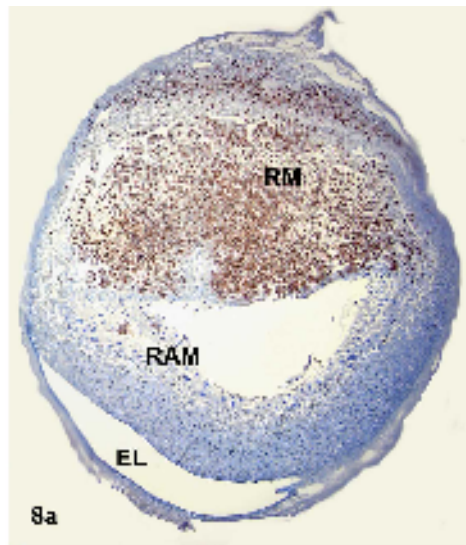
Fotomicrografias de cortes histológicos de sítios de implantação no 10º dg. a. Exemplo de sítio de implantação do grupo controle (grupo 1). Notar as células *uNK* coradas em castanho. b e c) exemplos respectivamente de sítios de implantação do grupo 2 e 3. Observar as células *uNK* de coloração castanha, o aparente maior número destas células e o local de reabsorção embrionária (RE) nos dois cortes histológicos. M. Miométrio; En. Endométrio; RM. Região Mesometrial; RAM. Região Antimesometrial; EL. Epitélio Luminal uterino. Lectina DBA-peroxidase/hematoxilina.
